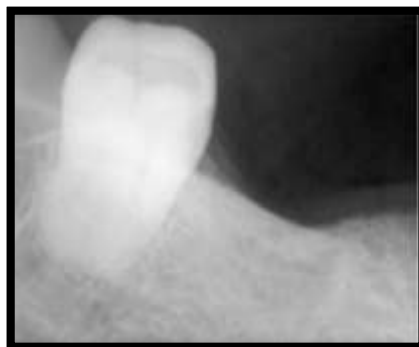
Rx periapical do dente 38
